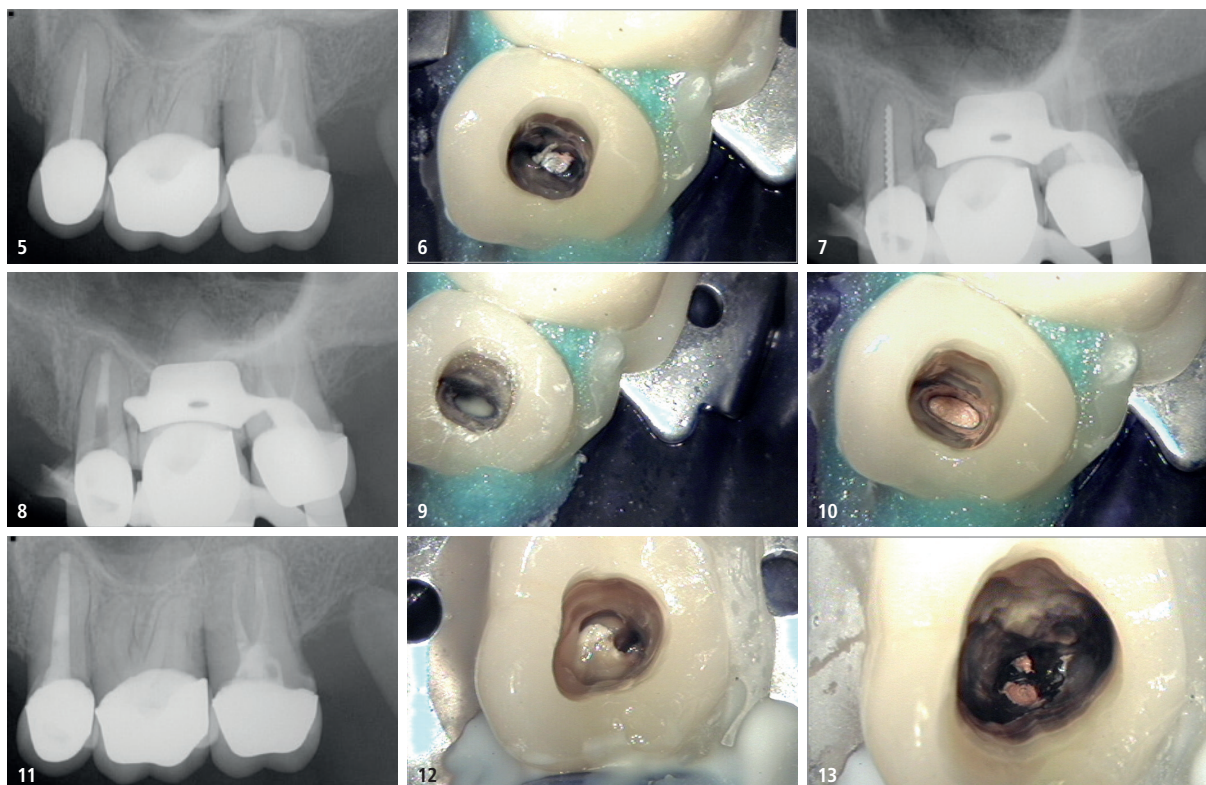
Diagnostisches Röntgenbild Zahn 25 und 27. – Abb. 6: Klinisches Foto Trepanation Zahn 25. – Abb. 7: Röntgenmessaufnahme Zahn 25. – Abb. 8: Röntgenkontrolle MTA-Plug Zahn 25. – Abb. 9: Klinisches Foto des MTA-Plugs Zahn 25. – Abb. 10: Klinisches Foto der WF Zahn 25. – Abb. 11: Röntgenkontrolle WF und Stift Zahn 25. – Abb. 12: Klinisches Foto Trepanation Zahn 27 mit Glasfaserstift palatinal. – Abb. 13: Klinisches Foto freigelegter Pulpa-boden Zahn 27 mit Kanaleingängen.
